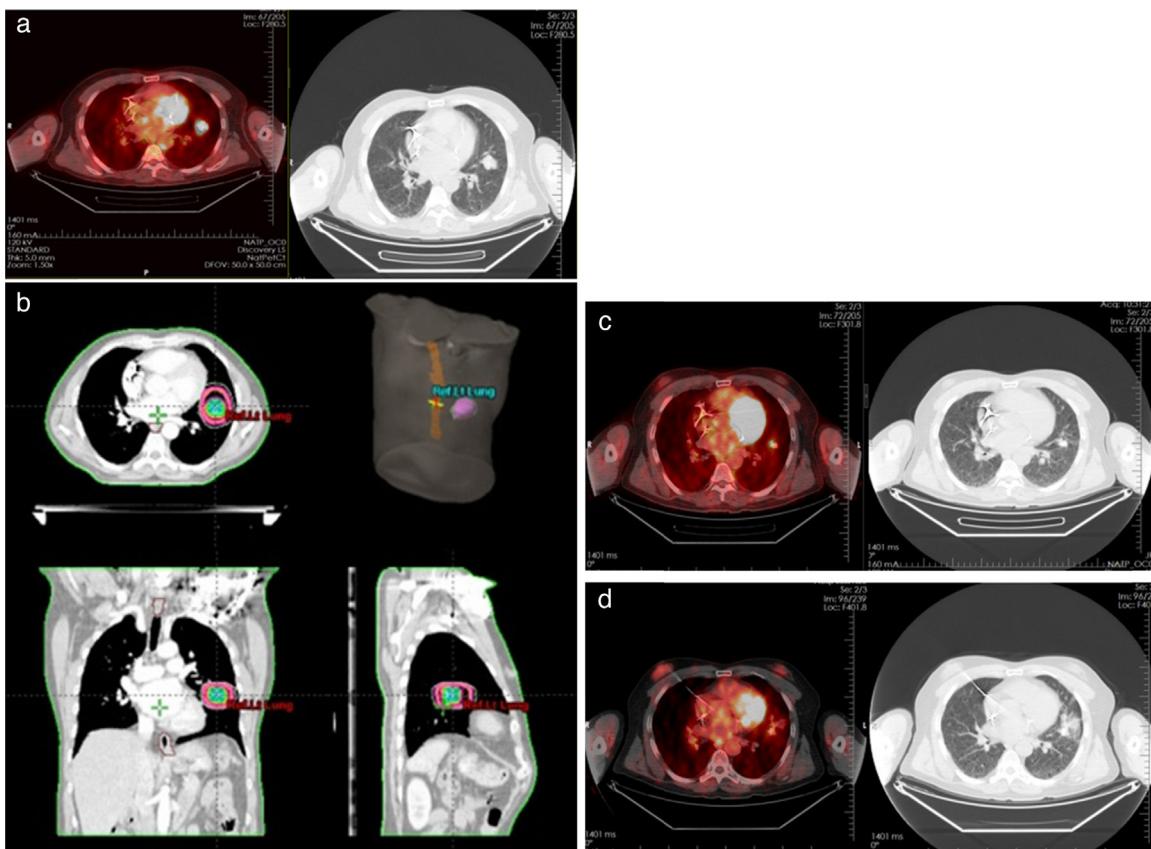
Varón de 57 años con cáncer de pulmón. Presentó síntomas respiratorios como dolor torácico y disnea. a) PET-TC diagnóstica (10/04/14): SUV 5.9. b) Planning de tratamiento SBRT. Dosis total: 48 Gy (12 Gy/fracción). c) PET-TC de seguimiento (27/07/14). SUV 1.9. d) PET-TC de seguimiento (20/11/14). SUV 1.2. Desaparición de los síntomas desde el inicio del tratamiento. PET-TC: tomografía por emisión de positrones (*positron emission tomography*)-tomografía computarizada; SBRT: radioterapia estereotáctica corporal (*stereotactic body radiosurgery*); SUV: valores de captación estandarizados (*standardized uptake values*).
